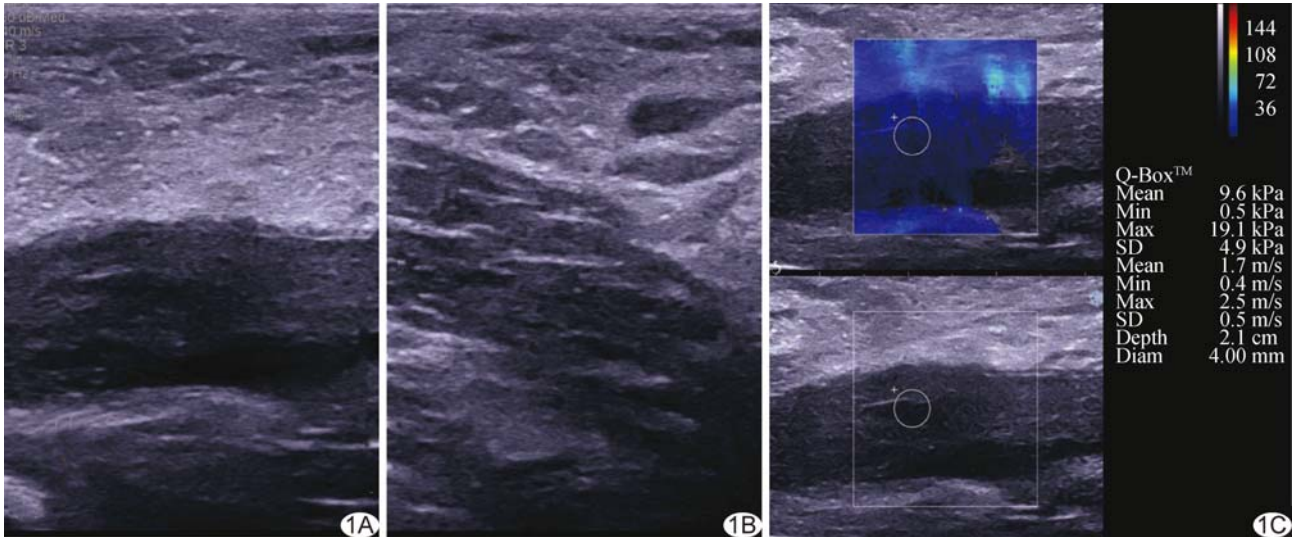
患者男, 54 岁, 左侧 CFVT, 急性期(主诉发病 10 天) A. 声像图示 CFVT 呈不均质等回声, 二维超声评分 3 分; B. 邻近病变段血管周围肌肉组织, 肌束回声强度与血栓整体回声强度相近; C. SWE 示 Q-Box 区域平均杨氏模量值为 9.60 kPa
